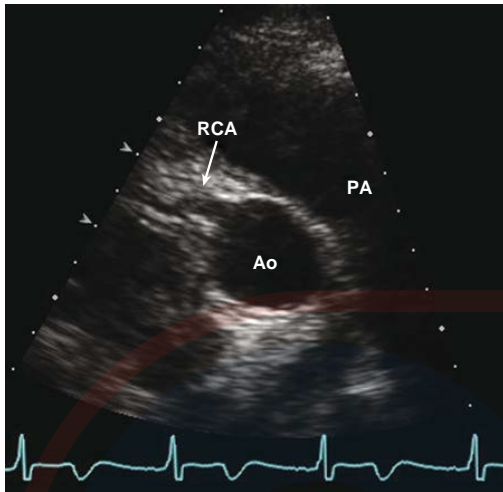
Arteria coronaria derecha vista en una ecocardiografía transtorácica, paraesternal, vista de eje corto. Ao, aorta; PA, arteria pulmonar.
